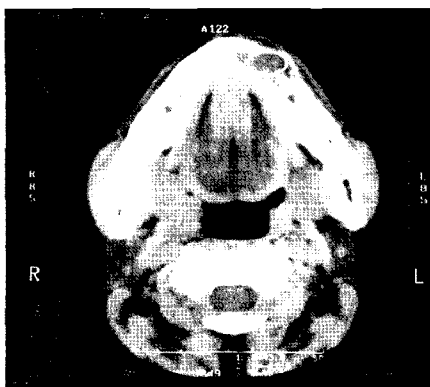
ROI (Region of Interest) of a lesion to measure a CT number.
